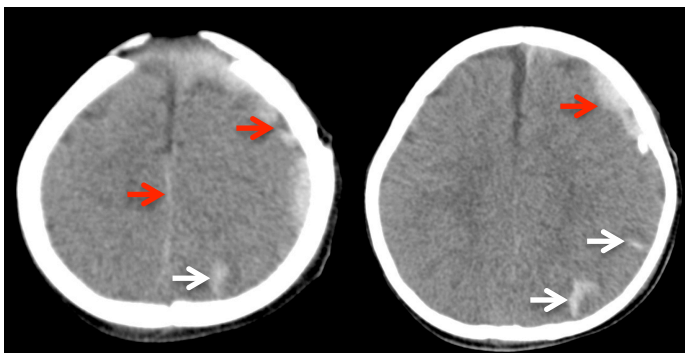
Niño de 3 meses. Tomografía de cráneo simple, hematomas subdurales en la convejidad frontotemporal derecha con sangrado en diferentes estadios agudo y subagudo y hematoma subdural en el aspecto lateral derecho del tentorio (flechas rojas), edema cerebral difuso en hemisferio cerebral derecho con hernia subfalcina (flecha blanca). Traslado primario, la madre niega enfáticamente trauma o caída. Se considera muerte encefálica, abuso físico infantil, se notifica al ICBF para que tenga en protección a dos hijos más de la pareja.
